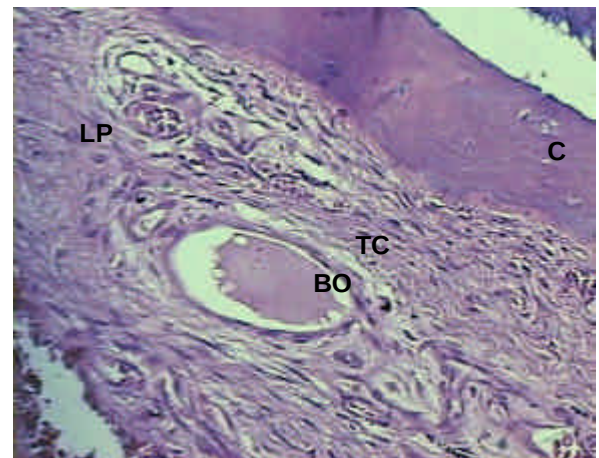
Biomaterial (BO) envolto por tecido conjuntivo fibroso (TC) no ligamento periodontal (LP), cimento (C). H/E (40x)
